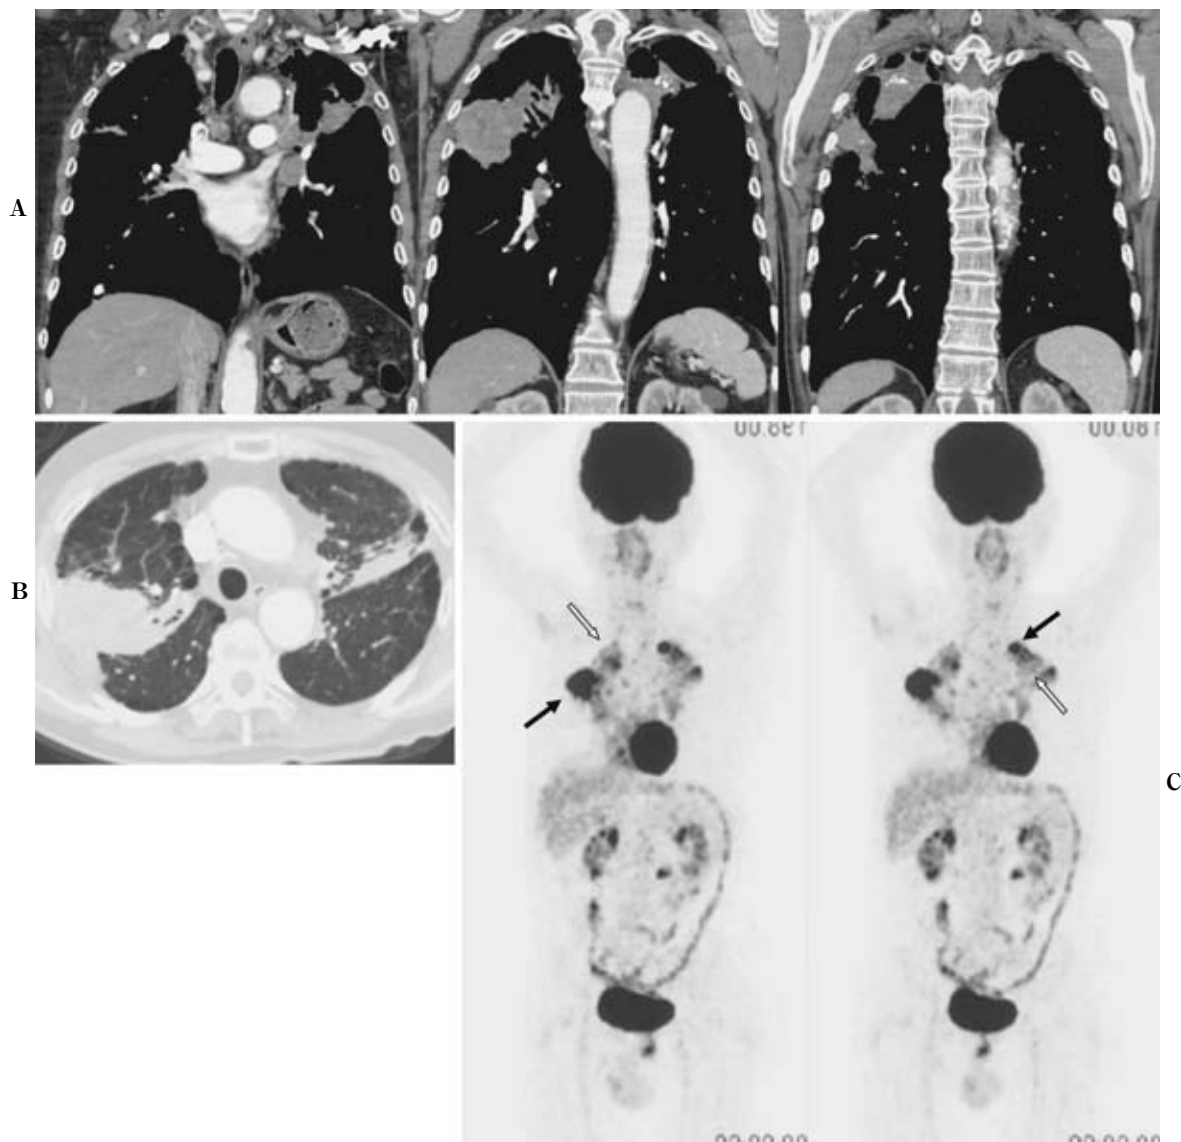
A 71-year-old man with a small cell carcinoma and massive fibrosis and conglomerate mass formation in both upper lobes. On coronal reconstruction CT there is an irregular shaped large mass at the lateral side in the right upper lobe (A, B). Also there are massive fibrosis and conglomerate mass formations in both upper lobes (A, B). Maximum intensity projection (MIP) images on FDG-PET demonstrate marked uptake in both upper lobes and those lesions were diagnosed as small cell carcinoma (C, arrows). Massive fibrosis and conglomerate mass formation shows heterogeneous slight to moderate uptake (C, white arrows). Small cell carcinoma certainly shows greater uptake than that of massive fibrosis and conglomerate masses but it seems difficult to differentiate the lesions.
